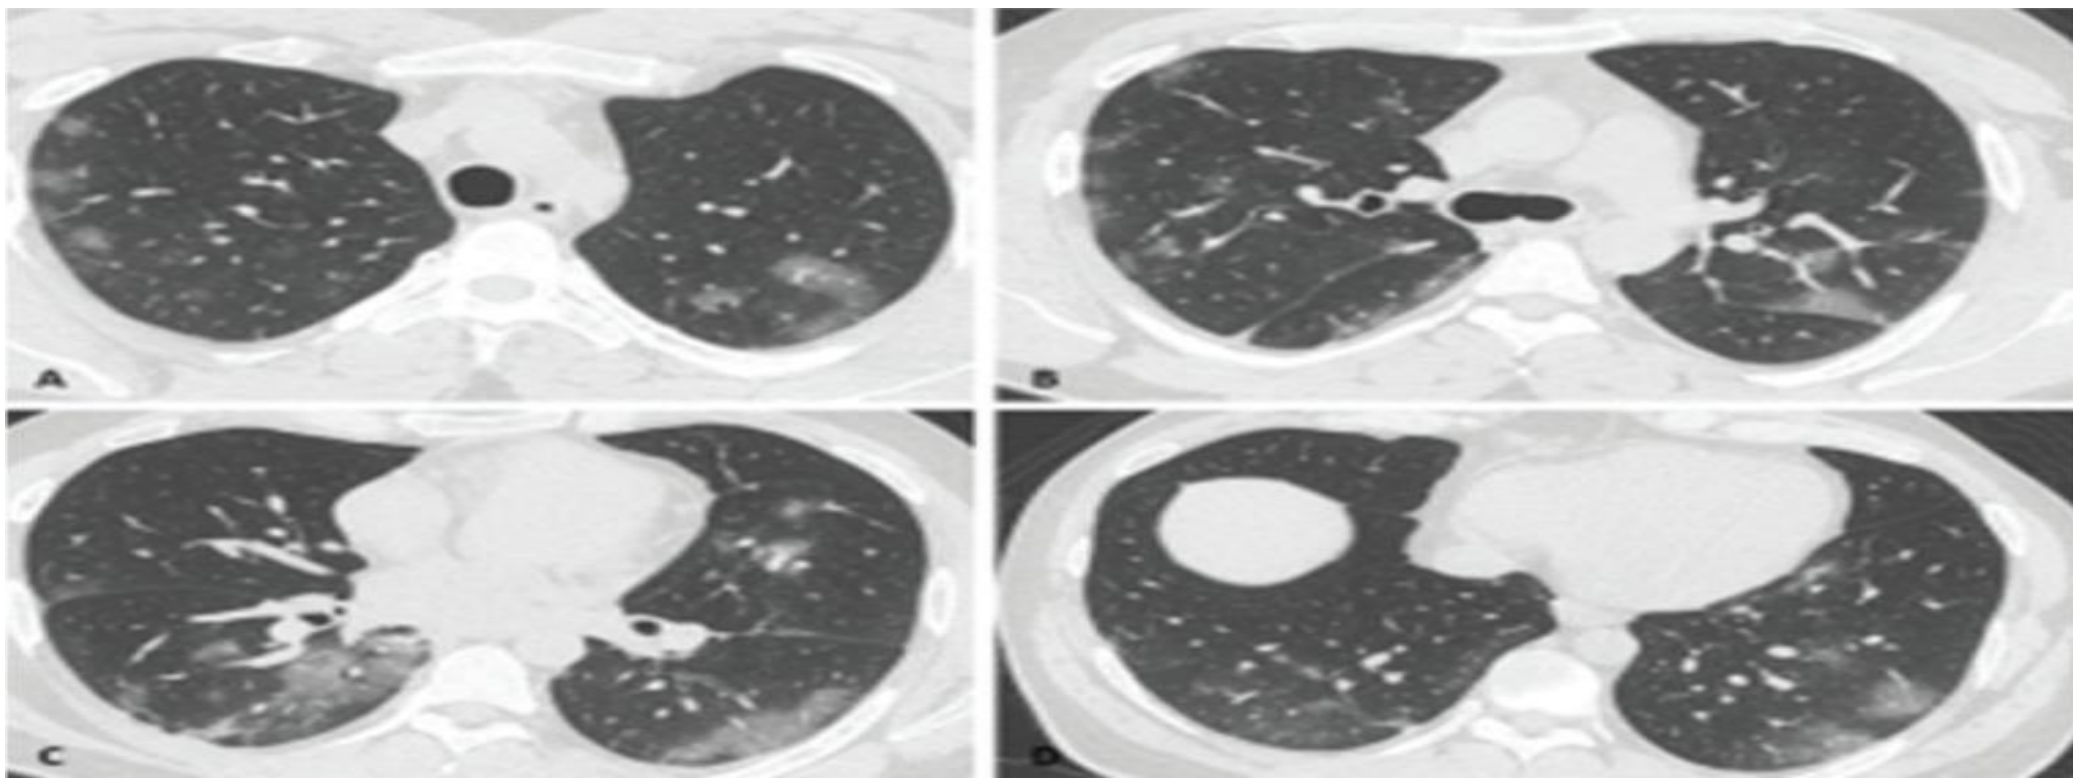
Recommandations pour le diagnostic radiologique (TDM) de la COVID-19 (Farias LPG, Fonseca EKUN, Strabelli DG, Loureiro BMC, Neves YCS, Rodrigues TP, Chate RC, Nomura CH, Sawamura MVY, Cerri GG. Imaging findings in COVID-19 pneumonia. Clinics (Sao Paulo). 2020;22(75): e2027).
